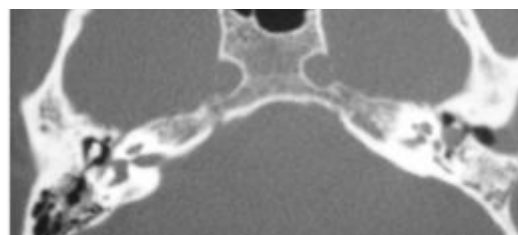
TDM en coupe axiale post-opératoire : opacité en boule suspecte de cholestéatome
